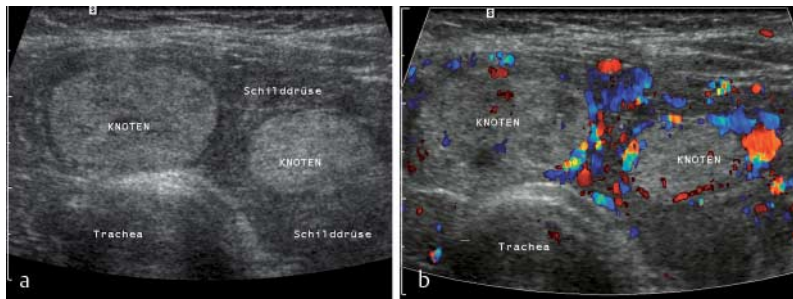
M. Basedow in einer Knotenstruma. Klinisch und laborchemisch Hyperthyreose. a Sonografisch multiple echogene Knoten, die in einer echoarmen, etwas inhomogen imponierenden Grundmatrix der Restschilddrüse eingebettet sind. Ohne klinische und farbdopplersonografische Zusatzinformation muss neben der Immunhyperthyreose in einer Knotenstruma (mit oder ohne Autonomien) eine chronisch lymphozytäre Thyreoiditis oder eine subakute Thyreoiditis erwogen werden. b Farbdopplersonografisch „vaskuläres Inferno“ in den echoarmen Arealen, die knotigen, echogenen Veränderungen sind ausgespart. Damit ist die Immunhyperthyreose vom Typ M. Basedow ohne zusätzliche Autonomie sehr wahrscheinlich. Eine PSV in der zuführenden A. thy. sup. von 1, 1 m/s macht den M. Basedow hochwahrscheinlich. Hochtitrige Antikörper sichern die Diagnose.
